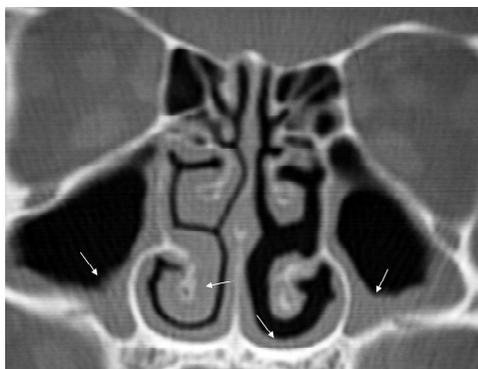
Tomografia nasosinusal em corte coronal: o espessamento marginal da mucosa dos seios maxilares, predominantemente na área de decúbito, associado ao aumento de volume de um dos cornetos inferiores e ao espessamento da própria mucosa da fossa nasal, no pavimento, traduzem uma provável sinusopatia alérgica, em fase de agudização. Observe-se a permeabilidade de todo espaço situado entre o septo nasal e os cornetos superior e médio (fenda olfactiva), bilateralmente.
